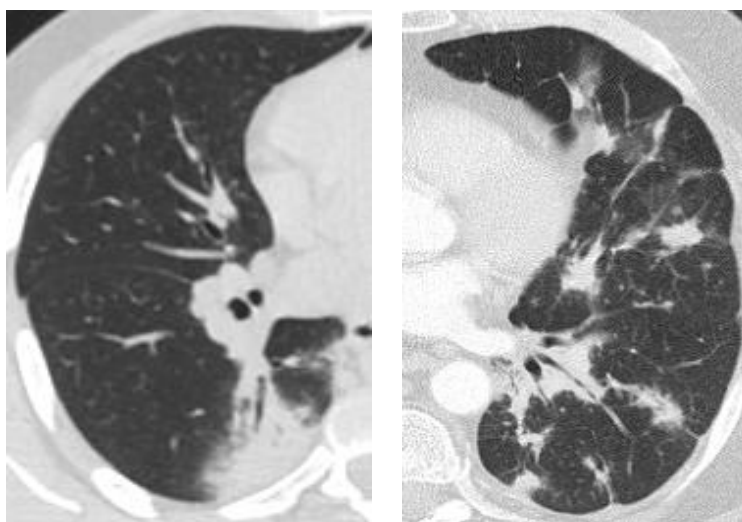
Зліва на рисунку – КТ хворого Д., 24 років: саркоїдоз II стадії – ділянка консолідації в паренхімі правої легені;
